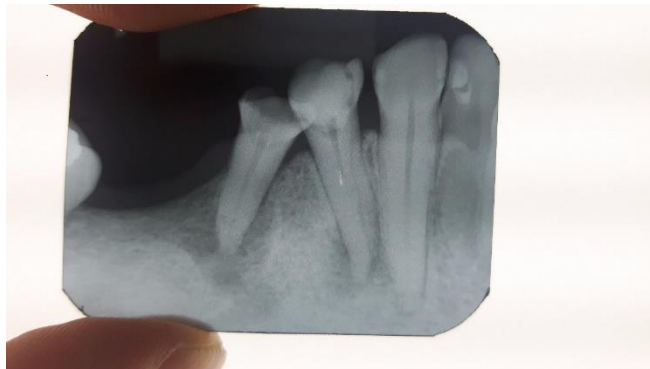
Raio x inicial periapical
